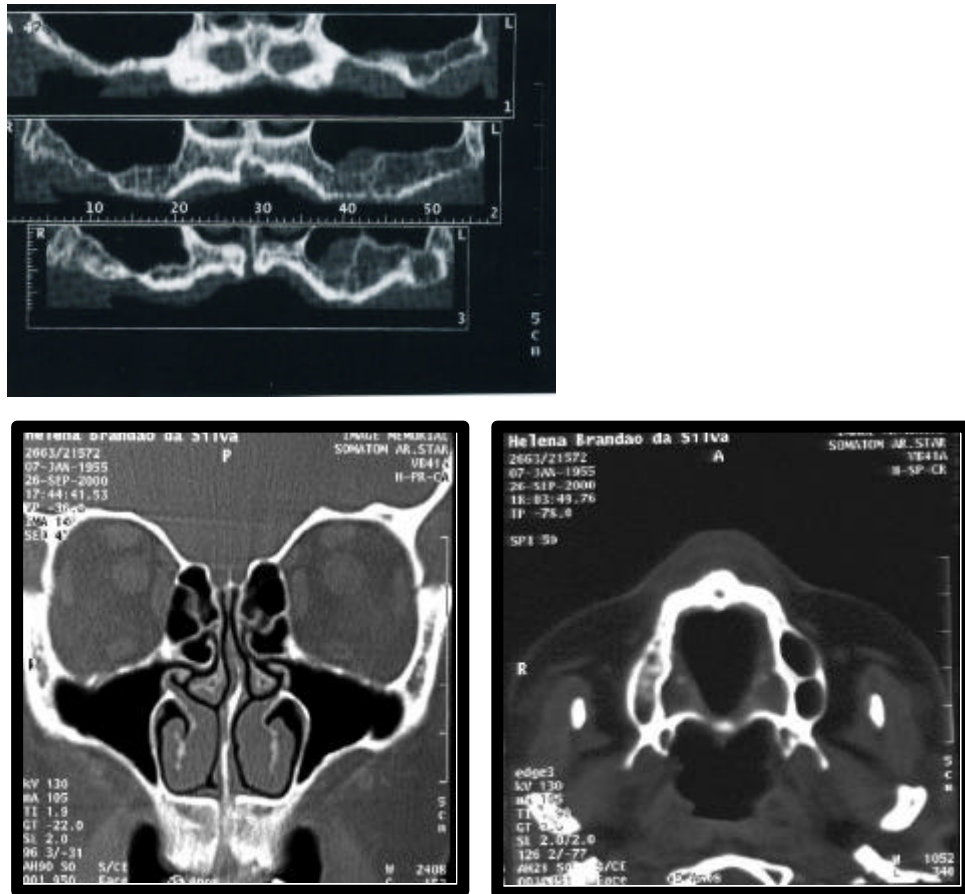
Tomografias computadorizadas e convencionais.
